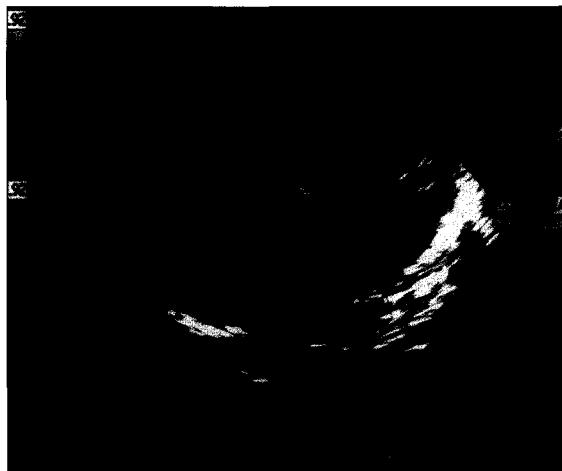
Postoperative cardiac doppler shows minimal TR. There is no leakage flow of repaired intraventricular tunnel. TR, tricuspid valve regurgitation.
